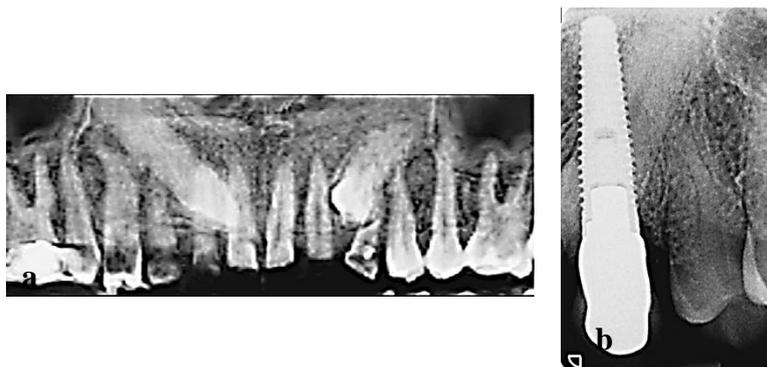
cas numéro 9. Radiographie pré-opératoire montrant les canines incluses bilatérales avec la présence des 2 canines de lait. Le patient ne désirant remplacer que celle de gauche ; b. radiographie rétro-alvéolaire post-opératoire de l'implant intégré lors du contrôle à 1 an (36).
